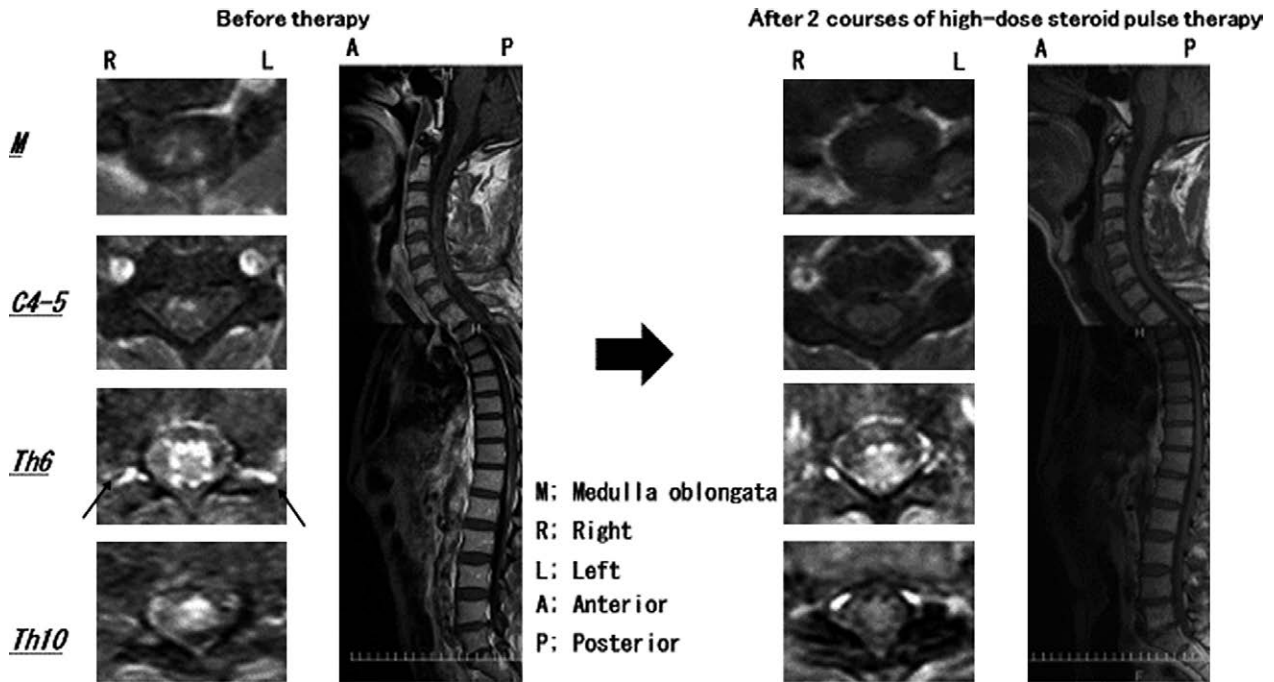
Spinal MRI (T_2 WI and Gd enhanced T_1 WI) at pretreatment and posttreatment.
